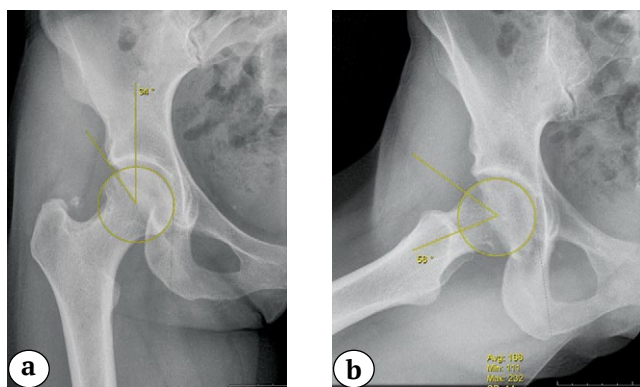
Предоперационные рентгенограммы с расчетом: a — угла Виберга; b — угла α
